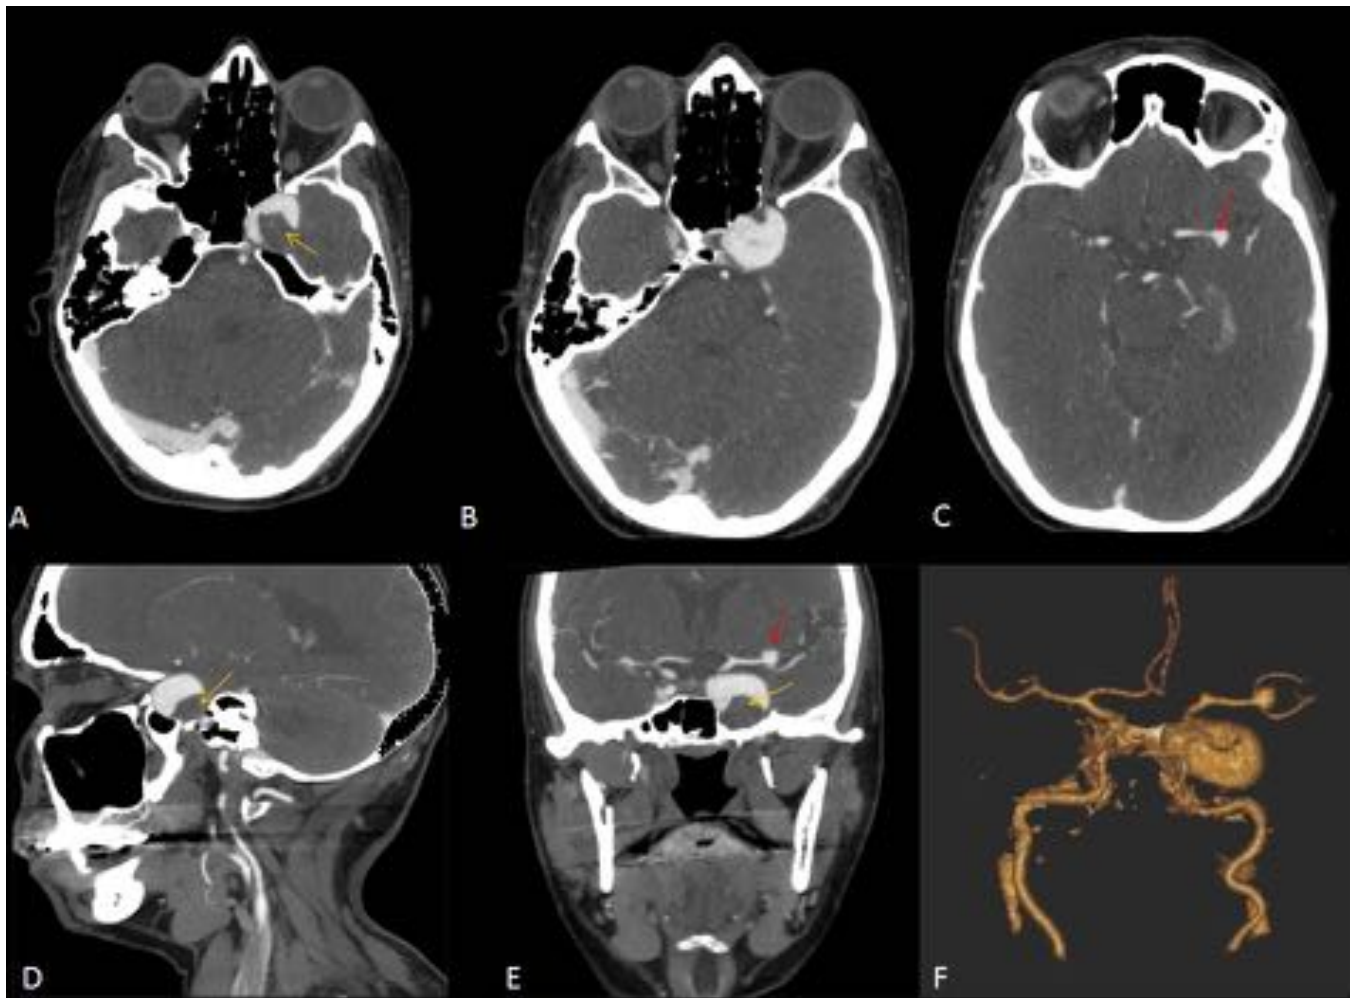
Imágenes Angio-TC, cortes axiales (A,B,C), sagital (D) y coronal (E). Reconstrucción 3D (F). En seno cavernoso izquierdo se observa un gran saco aneurismático de 25 x 24 x 20 mm (diámetros Ap, Tr y Cc respectivamente), con trombo mural en su vertiente postero-inferior (flechas amarillas), que depende del segmento cavernoso de arteria carótida interna izquierdo. Se observa otro aneurisma sacular a nivel de la bifurcación de arteria cerebral media izquierda (flechas rojas).
